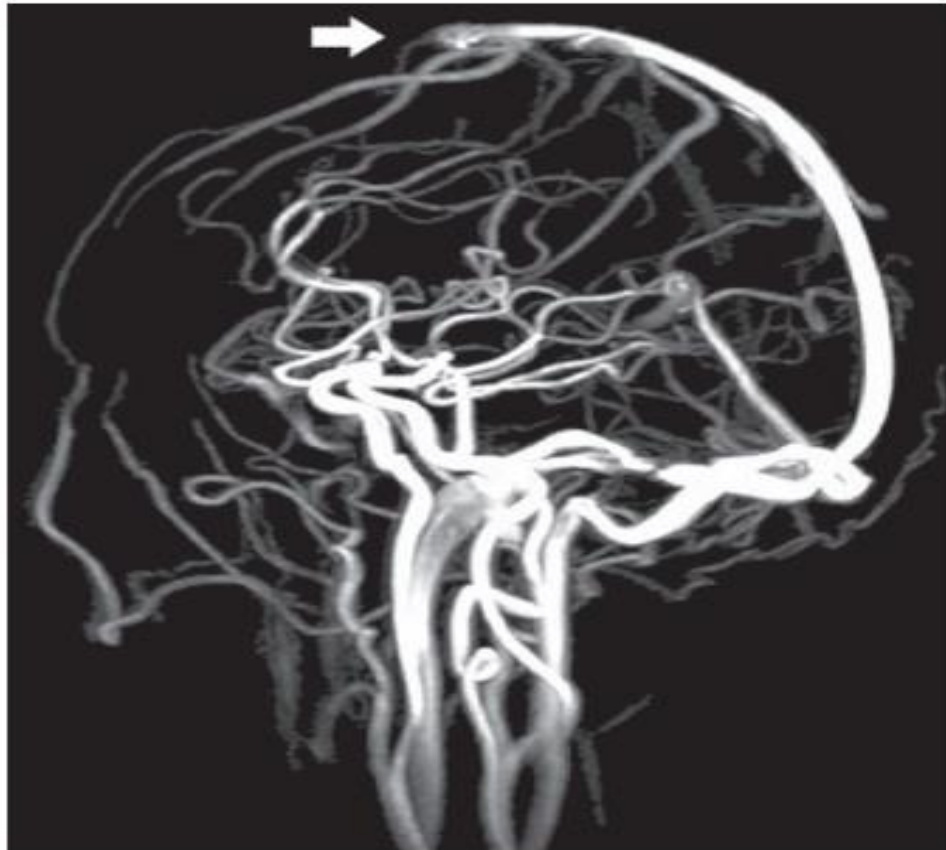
GPA in a 27-year-old man who presented with headache. Sagittal contrast-enhanced T1-weighted maximum intensity projection MR venogram shows signal loss in the superior sagittal sinus (arrow) due to thrombosis.
